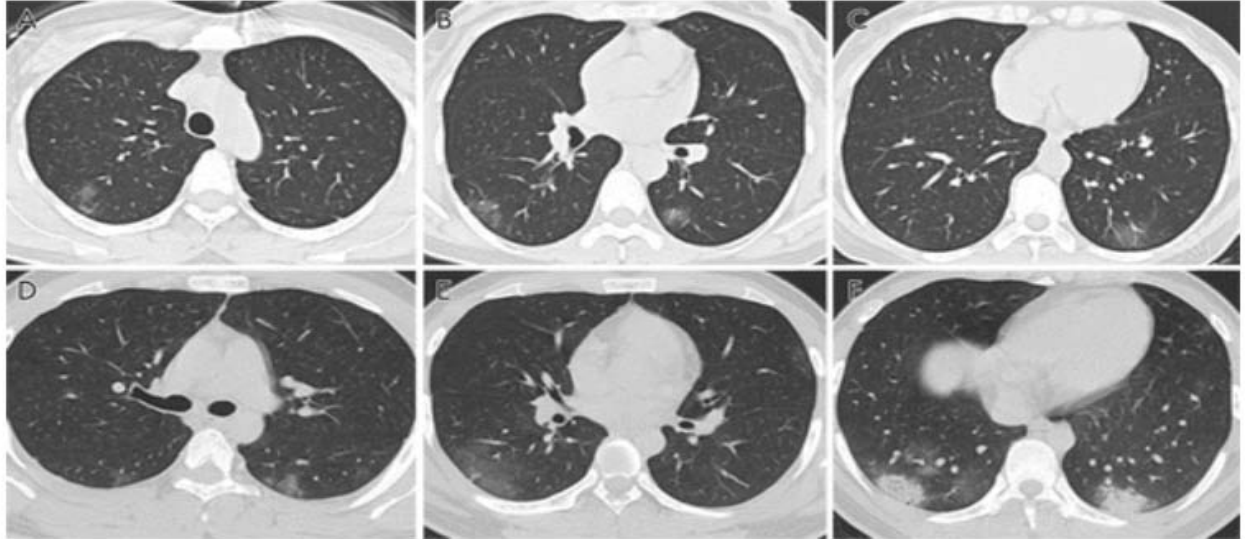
A-C Images de tomодensitométrie thoracique sans contraste chez une femme de 46 ans présentant une légère pneumonie à COVID-19. Les images tomодensitométriques montrent des opacités en verre dépoli dans le segment postérieur du lobe supérieur droit, le segment supérieur des poumons bilatéraux et le segment basal postérieur du lobe gauche droit. D-F, images tomодensitométriques thoraciques non contrastées d'un homme de 20 ans atteint d'une pneumonie légère à COVID-19. Les images CT montrent des opacités en verre dépoli et une consolidation dans plusieurs segments pulmonaires, et le CT-SS est de 7.
